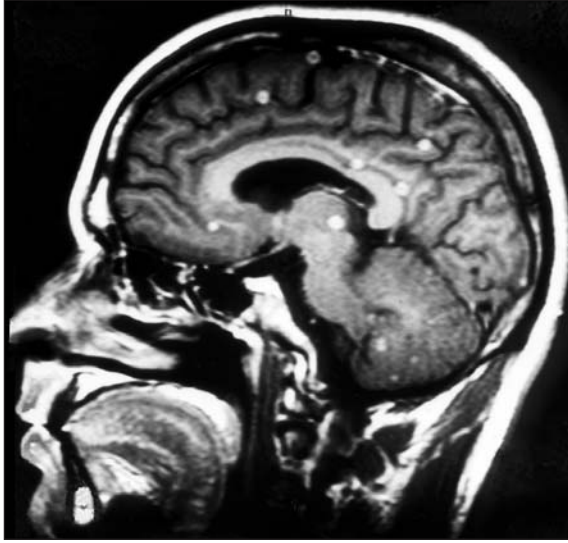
Olgunun T₁ ağırlıklı postkontrast sagittal beyin MRG'sinde ring tarzında tüberküloz görünümleri.
